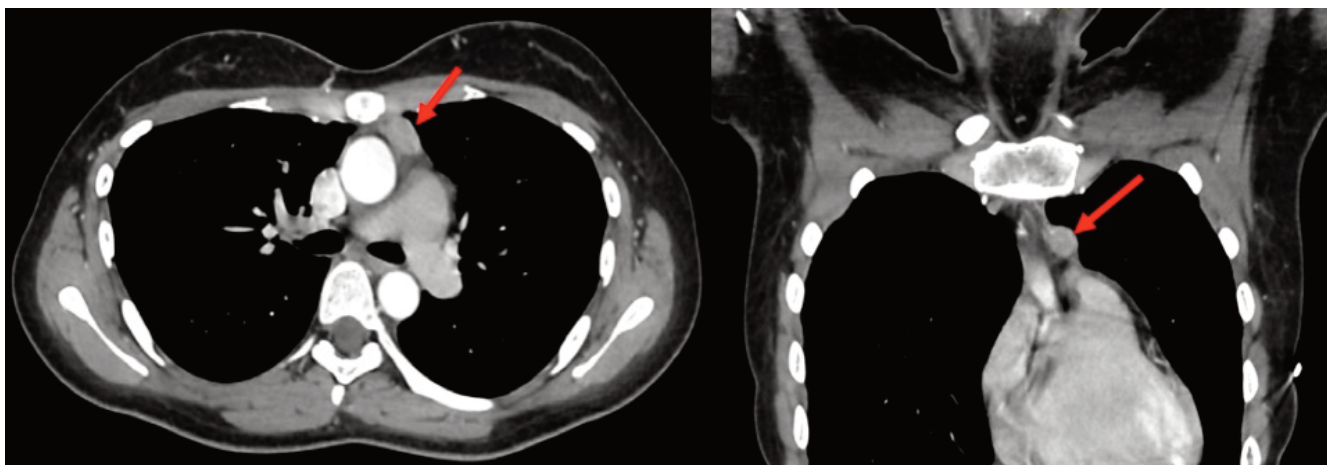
Многосрезовая компьютерная томография органов грудной клетки с внутривенным контрастированием.
